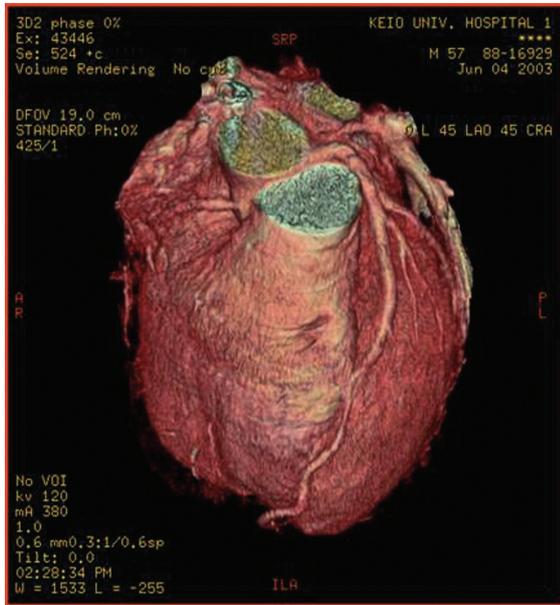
CTによるヒト心臓三次元再構築画像(慶應義塾大学附属病院放射線診断科提供)。
